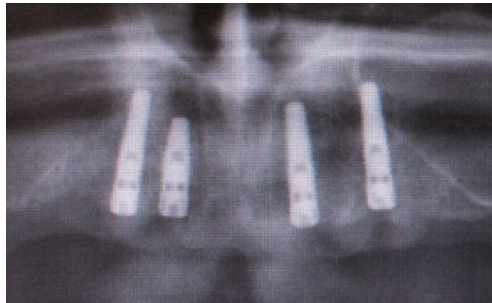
Das Röntgen-Kontrollbild nach Insertion von vier Implantaten.
